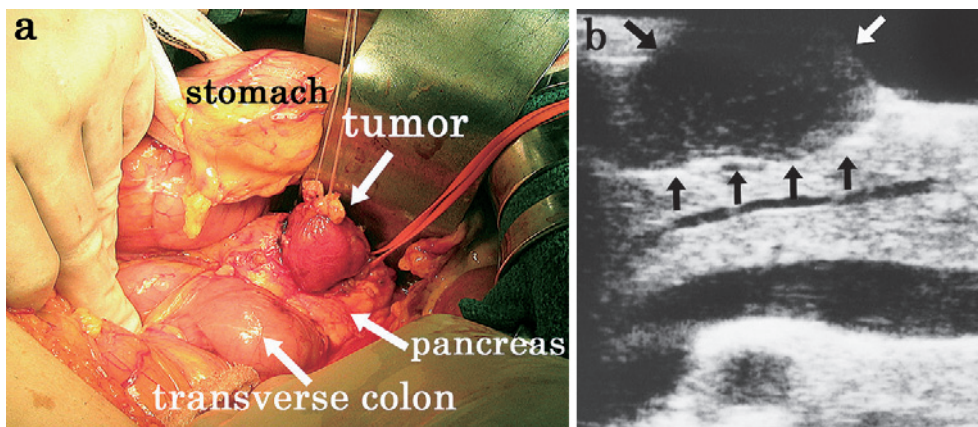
Intraoperative findings. The tumor had a capsule and was located just above the pancreatic body (a). Intraoperative ultrasonography findings showed that the tumor was well circumscribed and encapsulated (b).
